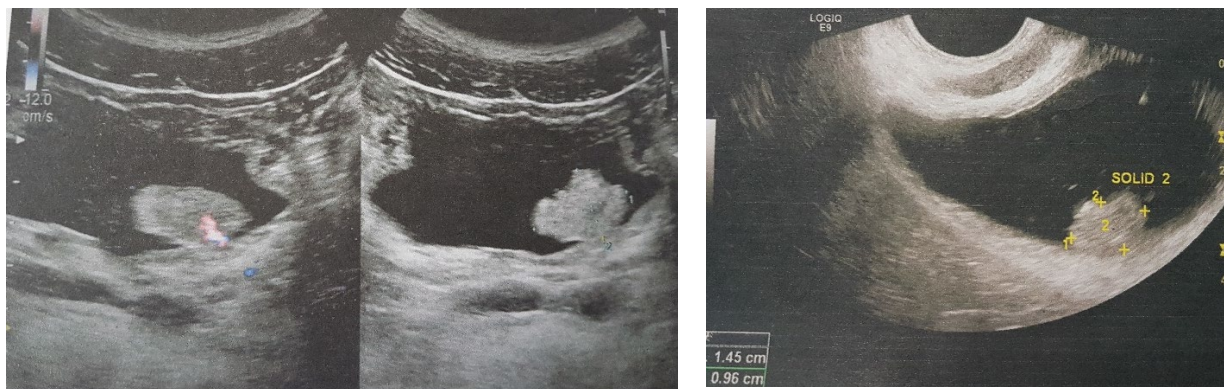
Tumori ale vezicii urinare depistate la USG
